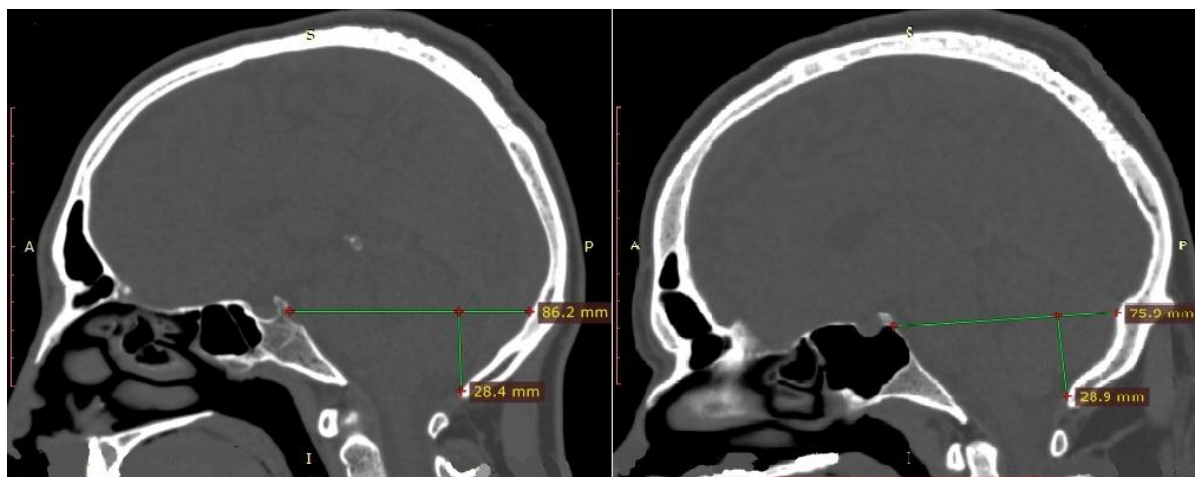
Компьютерные томограммы в сагиттальной проекции (костное окно): слева длинная задняя черепная ямка, справа – короткая
